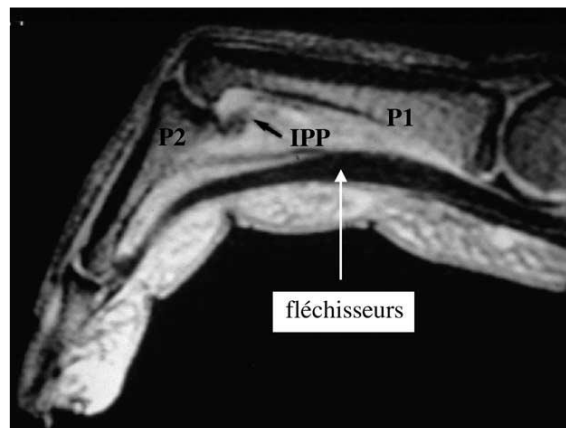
Image d'IRM. En position arquée on met en évidence par rapport au côté opposé le décollement de l'appareil fléchisseur du plan osseux qui confirme ou met en évidence la rupture des poulies. Ici une rupture massive de A2 A3 et A4 [9].
